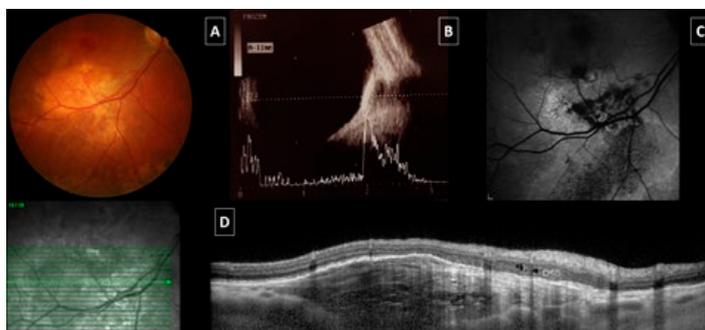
Osteoma coroideu. A - retinografia; B - ecografia modo A: pico muito elevado com queda abrupta da refletividade interna e modo B: refletividade acústica muito elevada com cone de sombra posterior; C - autofluorescência do fundo ocular: hiperautofluorescência irregular central com hiperautofluorescência em redor; D - tomografia de coerência ótica: lesão subretiniana com aspeto cavernoso, lamelar; atrofia das camadas externas da retina suprajacentes.
